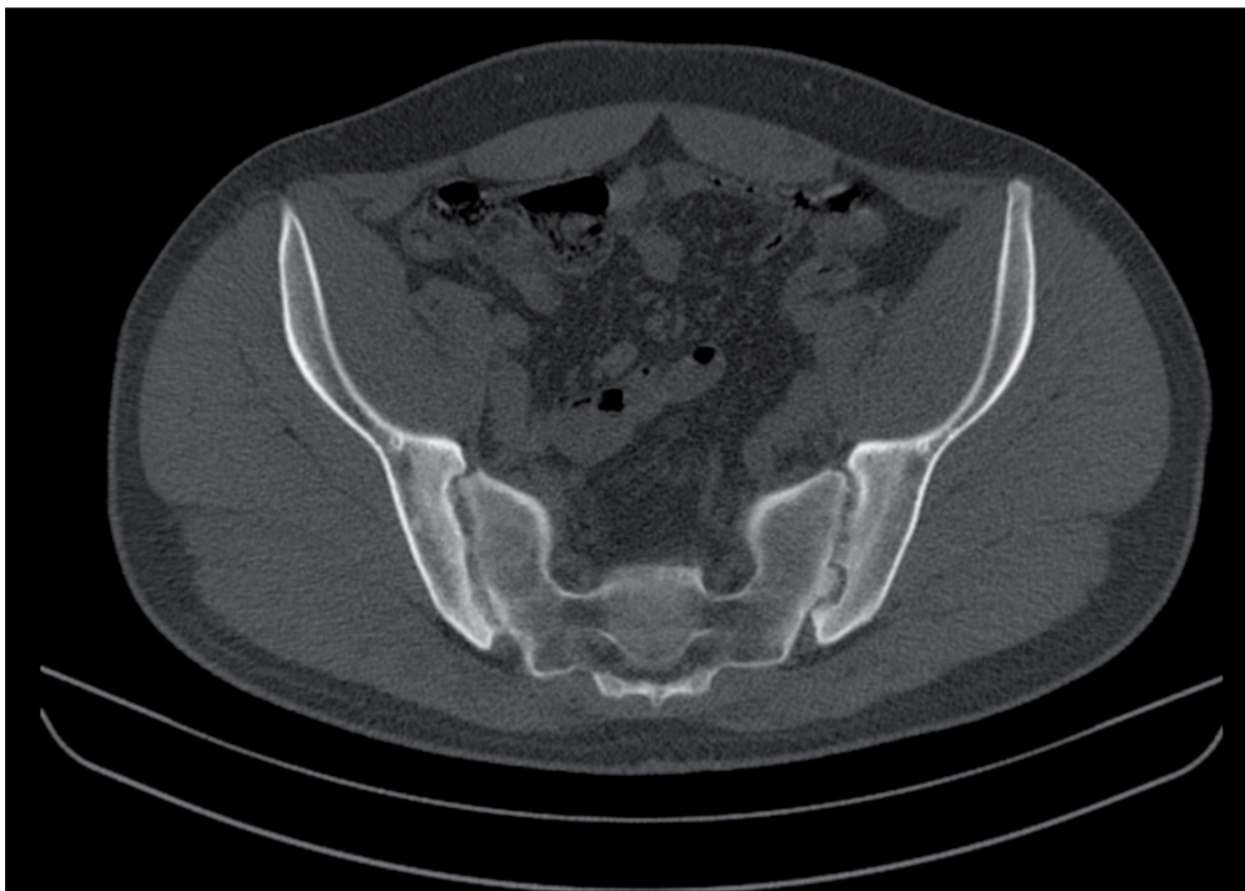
Corte coronal en TAC de sacroilíacas: observamos sacroilítis bilateral grado 2 en la sacroilíaca derecha y grado 3 en la izquierda en paciente con espondiloartropatía seronegativa asociadas a EC con erosiones y puentes óseos
